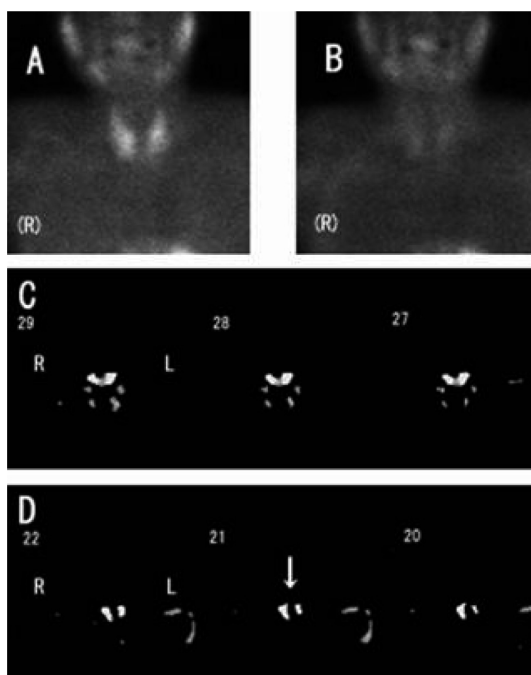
A 61-year-old man with 4 hyperplastic glands (Case 10). The weight of the glands ranged from 300-700 mg. (A) Early planar image. (B) Delayed planar image. (C) and (D) Subtraction SPECT images. In this case, 24 slices (1-24) were reconstructed. Slice numbers more and less than 24 were considered to represent the superior and inferior parathyroid gland, respectively. (C) and (D) show the upper and lower parathyroid hyperplasia, respectively. The arrow shows the hyperplastic lesion.
